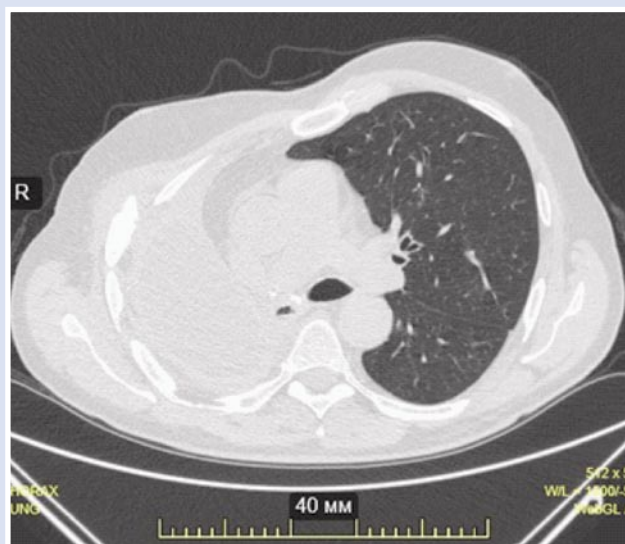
КТ органов грудной клетки пациента через 3 месяца после операции.
